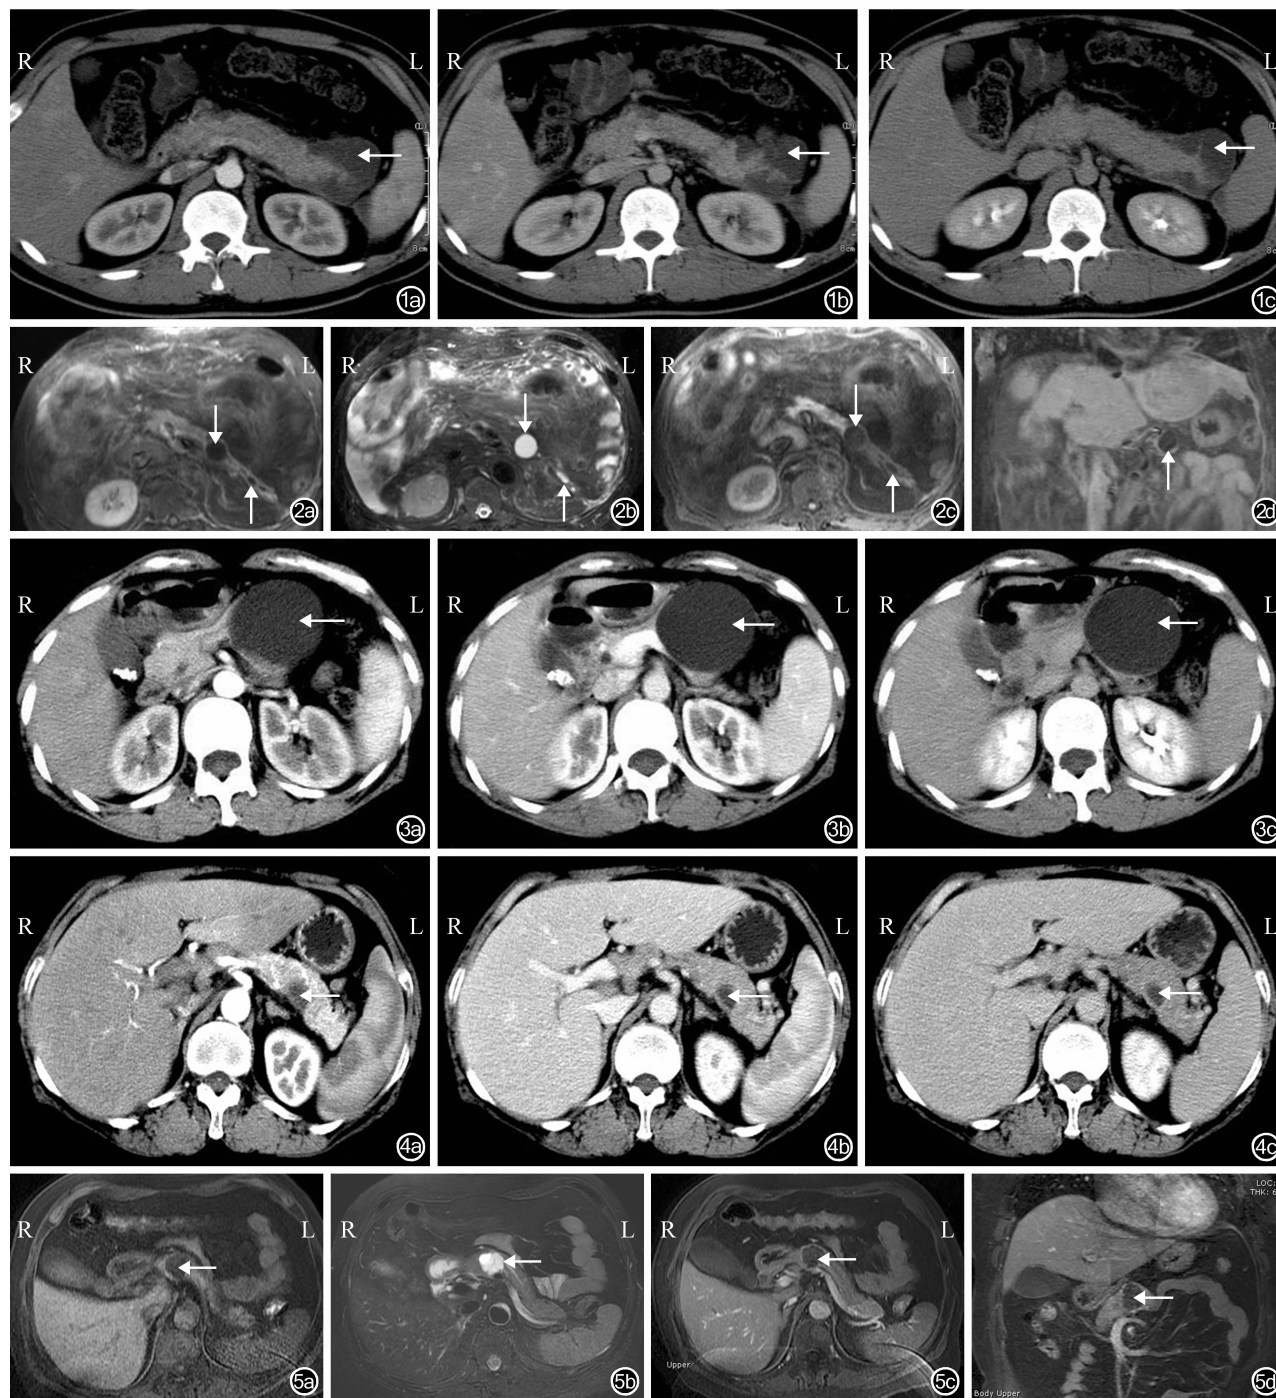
胰腺假性囊肿 CT 检查示胰尾部囊性病变(←),可见其内分隔;增强扫描见壁厚薄不均,边缘欠光滑,可见肾前筋膜增厚,胰腺包膜增厚等炎性改变 1a:动脉期;1b:门静脉期;1c:延迟期 图 2 胰腺假性囊肿 MRI 检查示胰腺体尾部见单发的长 T₁WI 和长 T₂WI 信号占位性病变(↓),增强扫描见囊壁厚薄不均,边界清晰,胰尾萎缩,局部胰管(↑)粗细不均,胰周筋膜部分增厚,表现为慢性胰腺炎 2a:T₁WI; 2b:T₂WI; 2c:轴位; 2d:冠状位 图 3 胰腺真性囊肿 CT 检查示胰尾部圆形水样低密度影(←),均未见明显强化,边界清晰,为薄壁无结节的单纯囊肿 3a:动脉期; 3b:门静脉期; 3c:延迟期 图 4 胰腺结核 CT 检查示胰尾部直径约 2 cm 的低密度影(←),边界稍模糊,可见少许强化,延迟期囊性病变范围稍缩小,胰周未见异常炎性表现征象 4a:动脉期; 4b:门静脉期; 4c:延迟期 图 5 浆液性囊腺瘤 MRI 检查示胰腺体部见多个集合状的数毫米至 2 cm 的长 T₁WI、长 T₂WI 信号的微囊团(←),其内可见囊壁纤维分隔和中心纤维瘢痕,增强扫描未见病变明显强化,边界清晰,胰管未见扩张,显示良好 5a:T₁WI; 5b:T₂WI; 5c:轴位; 5d:冠状位
